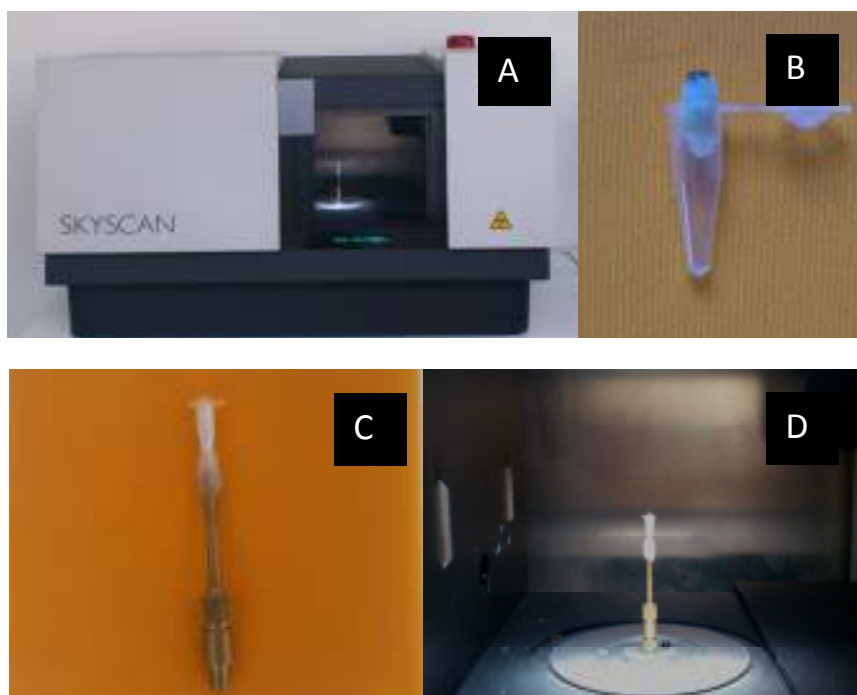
(A) Sistema de mesa μ CT Skycan 1173 (B) Modelo embrulhado em papel de seda e inserido em tubo de plástico antes de serem fixadas com cera no suporte (C) para ser posicionada no interior da máquina (D).
